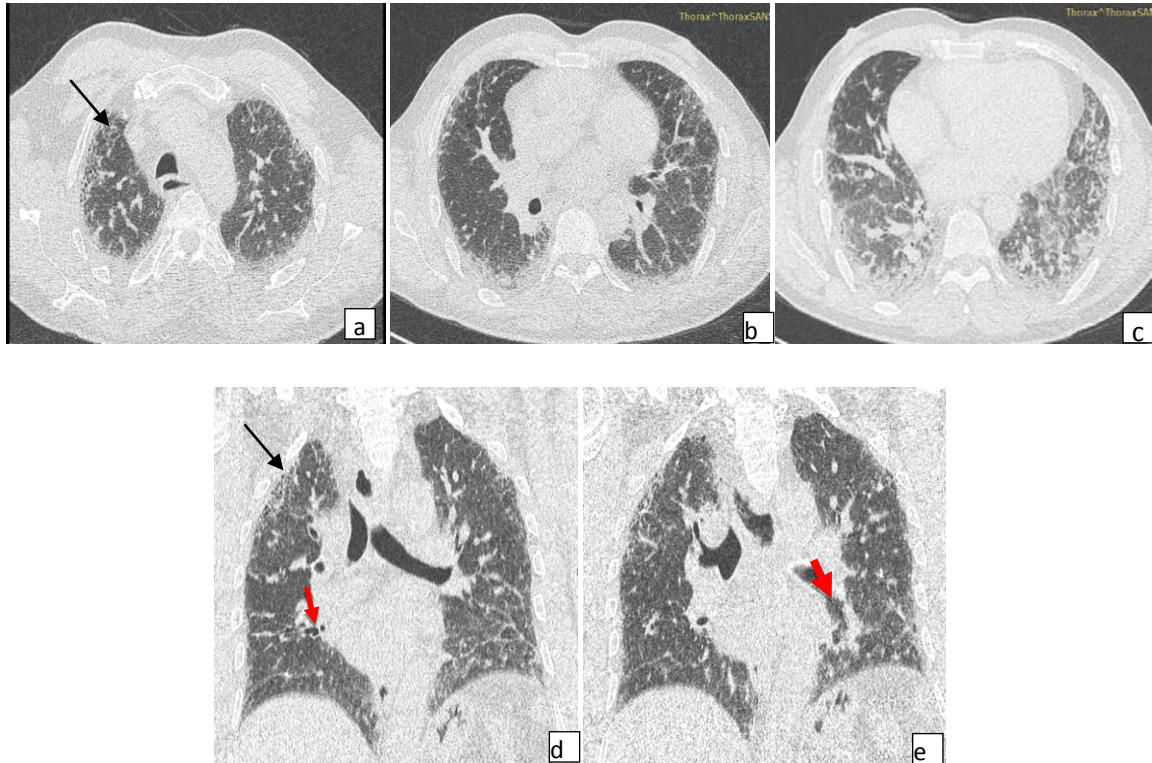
TDM en coupes axiales (a, b, c) et reconstructions coronales (d,e): multiples réticulations sous pleurales, plages en rayon de miel au niveau des segments ventraux du LSD et du culmen, les deux fowlers, les segments dorso-basaux (flèches noires), distorsion bronchique et des bronchectasies par traction cylindriques (flèches rouges) : Aspect en faveur d'une PIC probable.
